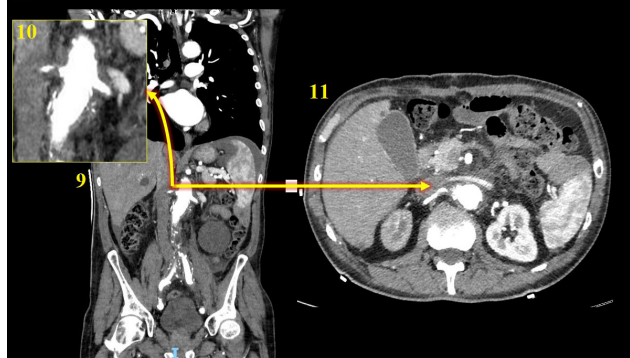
Immagini di Tomografia Computerizzata con mezzo di contrasto eseguite dopo esame ecografico. I tagli trasversali (11) e le ricostruzioni coronali (9,10) confermano la presenza di ostruzione dell'arteria renale destra alla sua origine dall'aorta
